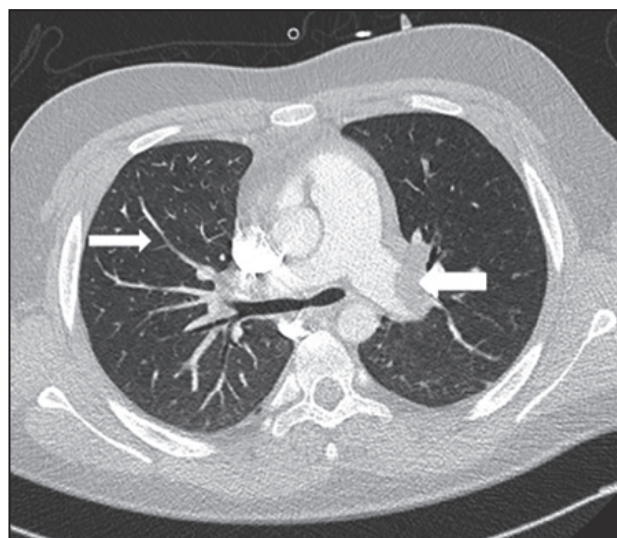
Angio-TC. Defectes de repleció en les dues artèries pulmonars principals (fletxa gran), artèries lobars bilaterals i artèries segmentàries (fletxa petita).
